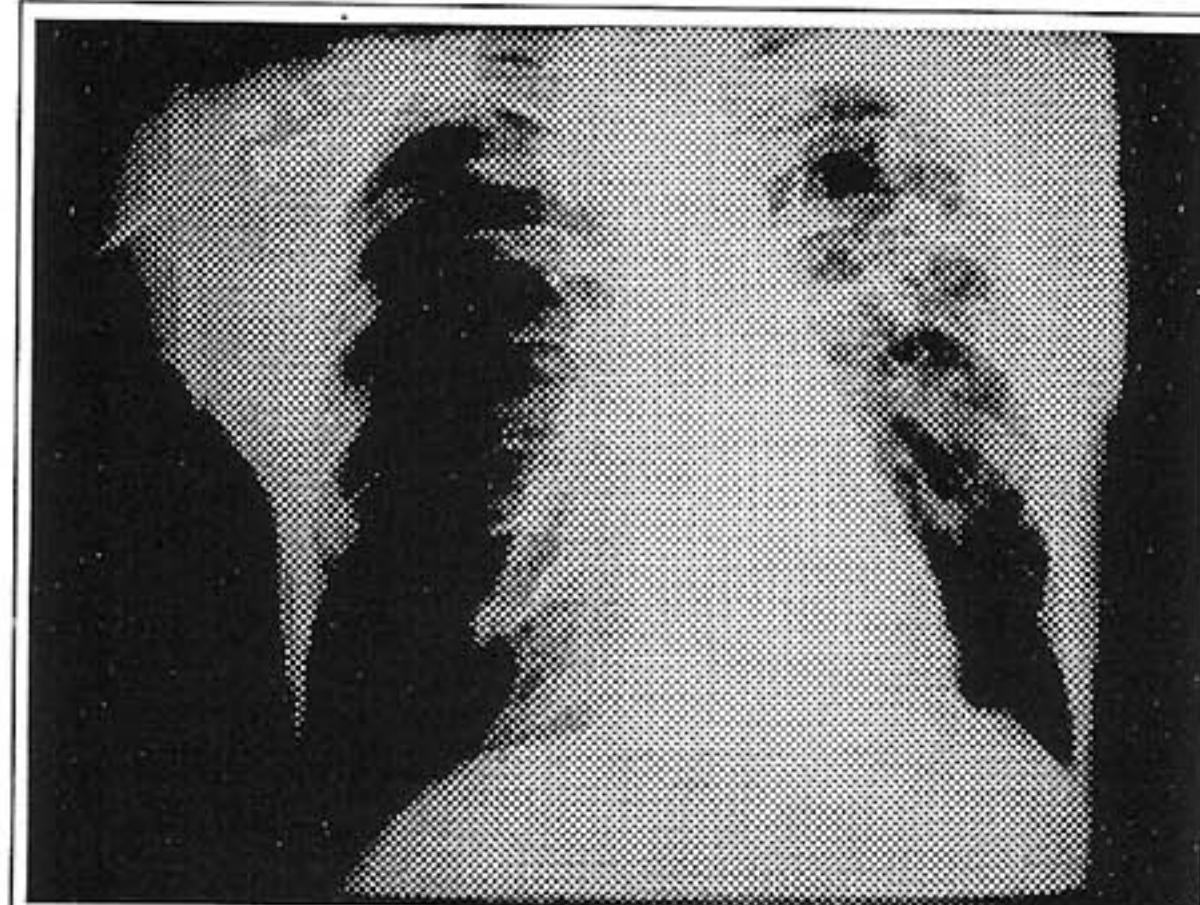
Radiografia de tórax pré-operatória. Infiltrado heterogêneo no lobo superior esquerdo com lesão cavitária em segmento posterior.
